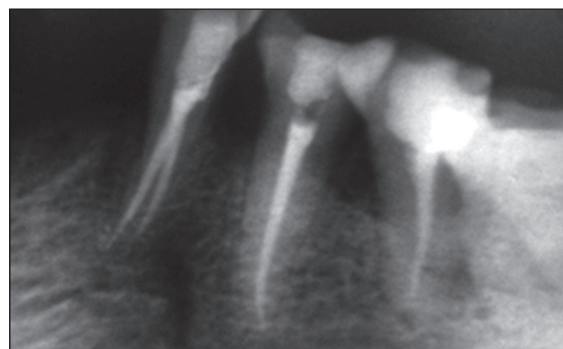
Контрольная интраоральная рентгенограмма 3.3 зуба, obturация вестибулярного и язычного каналов
